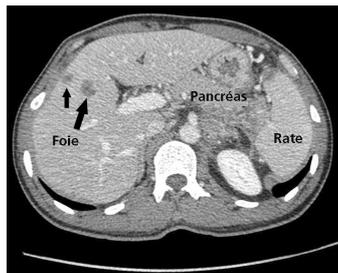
Métastases d'adénocarcinome (flèches blanches). TDM au temps tardif
